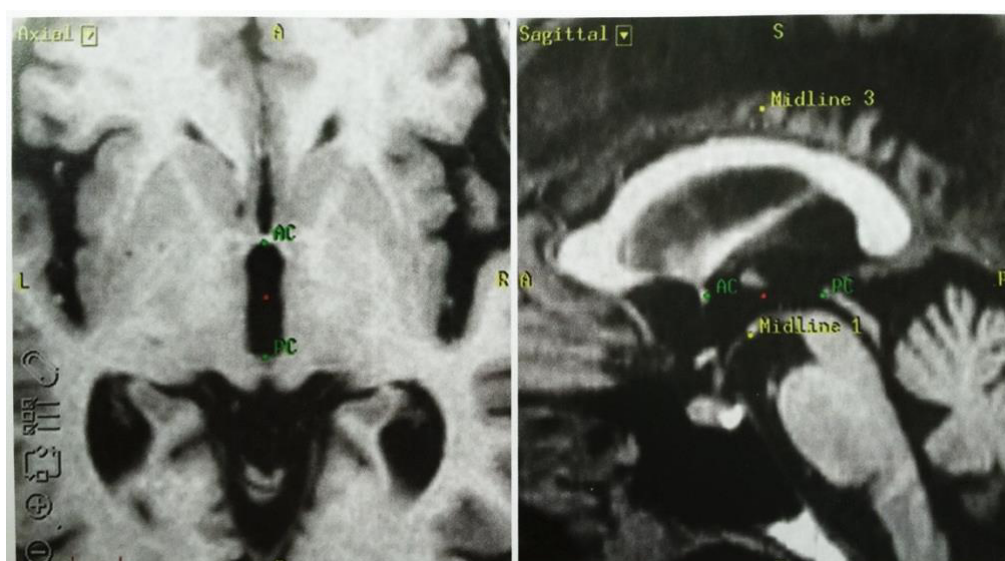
Utilizând imaginile RMN se verifică localizarea comisurii anterioare și posterioare, apoi se selectează punctele de reper.
